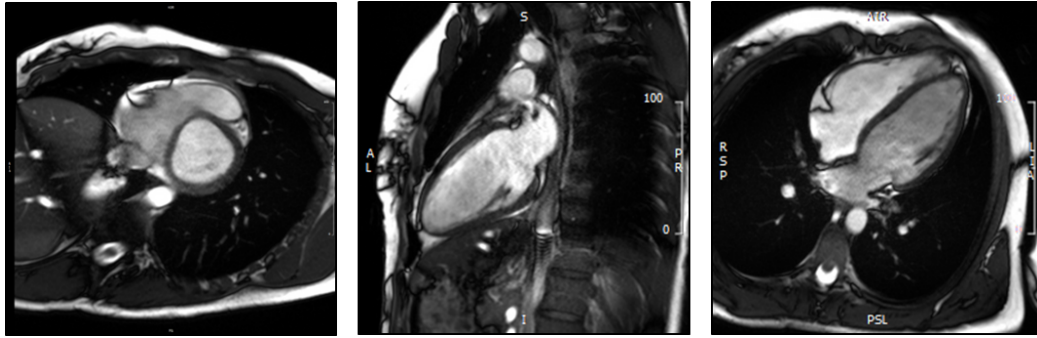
Cine MR images: short axis and long axis 2-chamber and 4-chamber views
